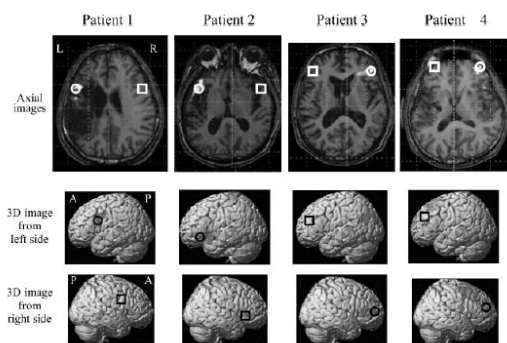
Coronal and reconstructed three-dimensional images of functional MRI in four patients before rTMS application. Note the most activated area (site with the highest T value) on the fMRI with a word repetition task and the target area (area homologous to the most activated area) in the left/right frontal lobe of all four patients. Circles and squares highlight the sites of the most activated area on the fMRI and rTMS application, respectively. R, right; L, left; A, anterior; P, posterior.
